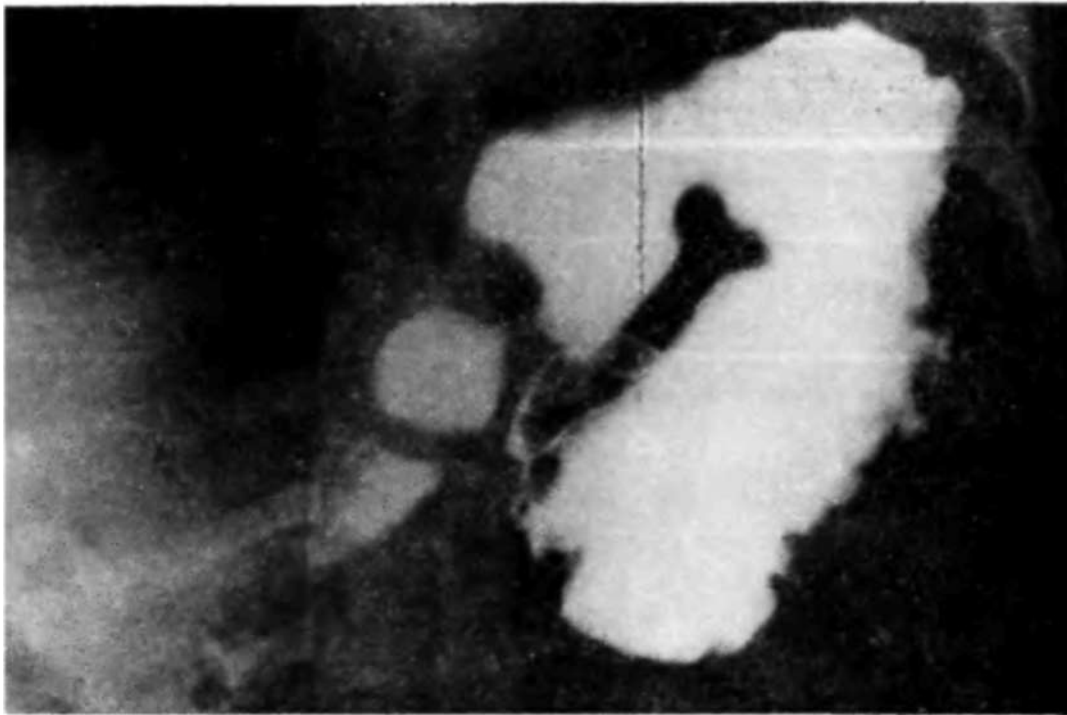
Рентгенограмма больной Н. Левосторонняя релаксация диафрагмы. Хронический заворот желудка (прямая проекция).
